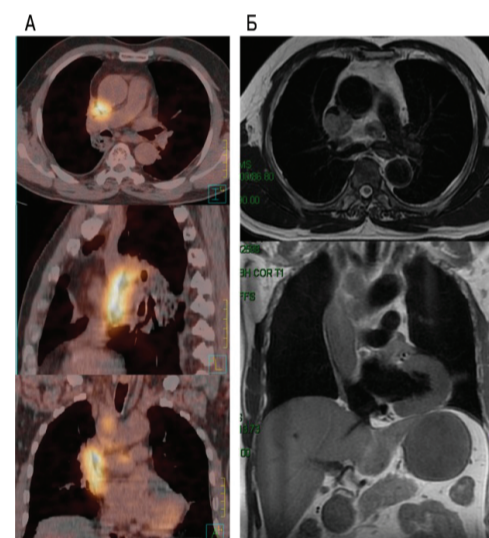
Злокачественный тромбоз ВПВ до лечения: А – ПЭТ/КТ; Б – МРТ
